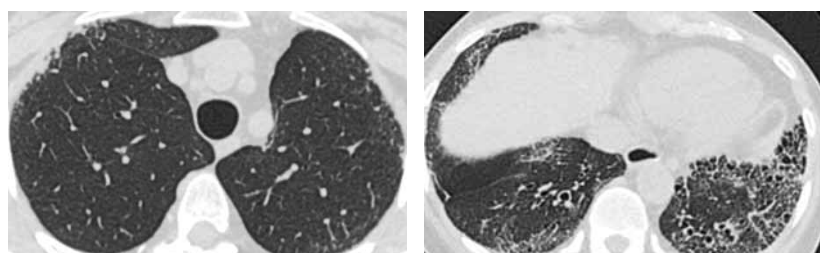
Аксиальные сканы пациентки Р. (2016), полученные при проведении компьютерной томографии высокого разрешения
